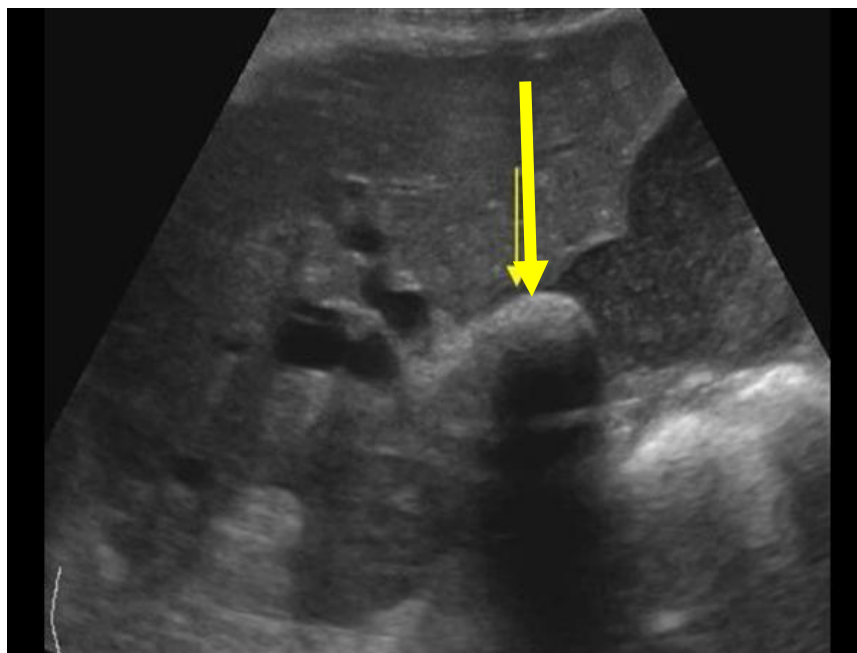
УЗИ. Острый обтурационный холецистит. Воспалительный инфильтрат шейки желчного пузыря
